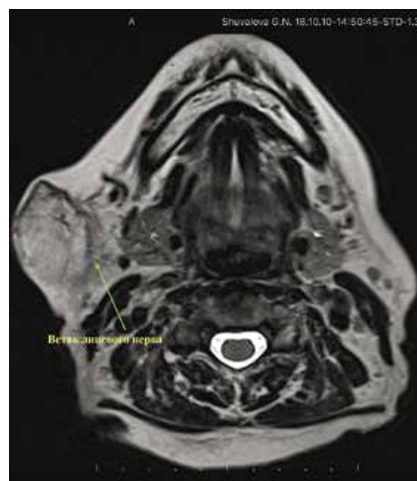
а. МР-томограмма, на которой визуализируется ветвь лицевого нерва.
